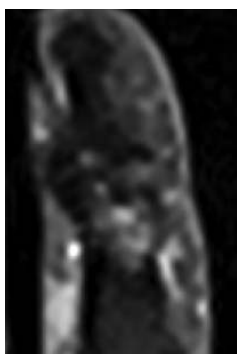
На МР-томограмме проксимального эпифиза дистальной фаланговой кости II пальца кисти в субхондральных отделах определяются мелкие кисты, не прерывающие кортикальный слой костей, со склеротическим ободком по периферии
